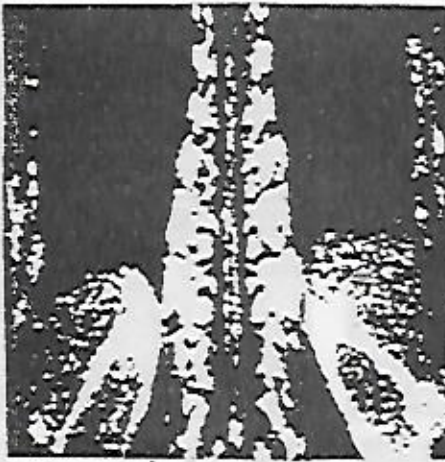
LA REGION LOMBAIRE de la colonne vertébrale d'un patient est obtenue par deux reconstructions à partir d'un ensemble de données de RMN tridimensionnelles. L'image de gauche représente une coupe passant par la moelle épinière, dans la colonne vertébrale. Sur l'image de droite, on a déplacé le plan de l'image de quelques centimètres afin d'observer les disques intervertébraux. Ces images sont habituellement très difficiles à obtenir sur une aussi grande surface par tomographie ou par toute autre méthode d'imagerie. Elles ont été réalisées par les chercheurs de la Société Technicare.
